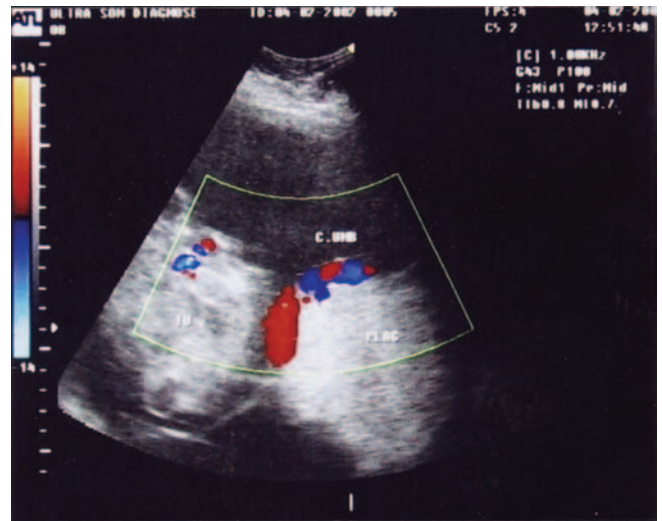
Dopplerfluxometria revelando fluxo útero-placentário conservado e fluxo feto-placentário com aumento da resistência periférica preditivo de crescimento intra-uterino restrito. A distribuição do fluxo fetal é normal e o fluxo na massa cervical é semelhante ao da artéria umbilical.
